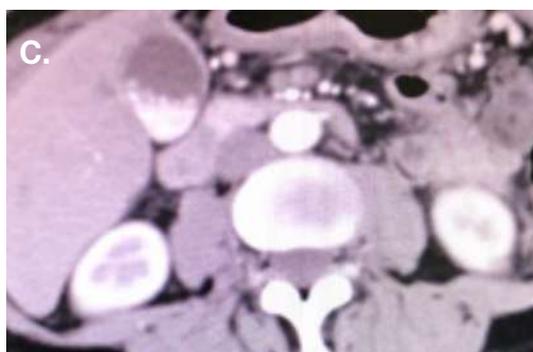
Tomografía computarizada contrastada, corte axial en la que se identifica a nivel de vesícula biliar, pared engrosada, edema de pared y abundante barro biliar, compatible con signos de colecistitis.
